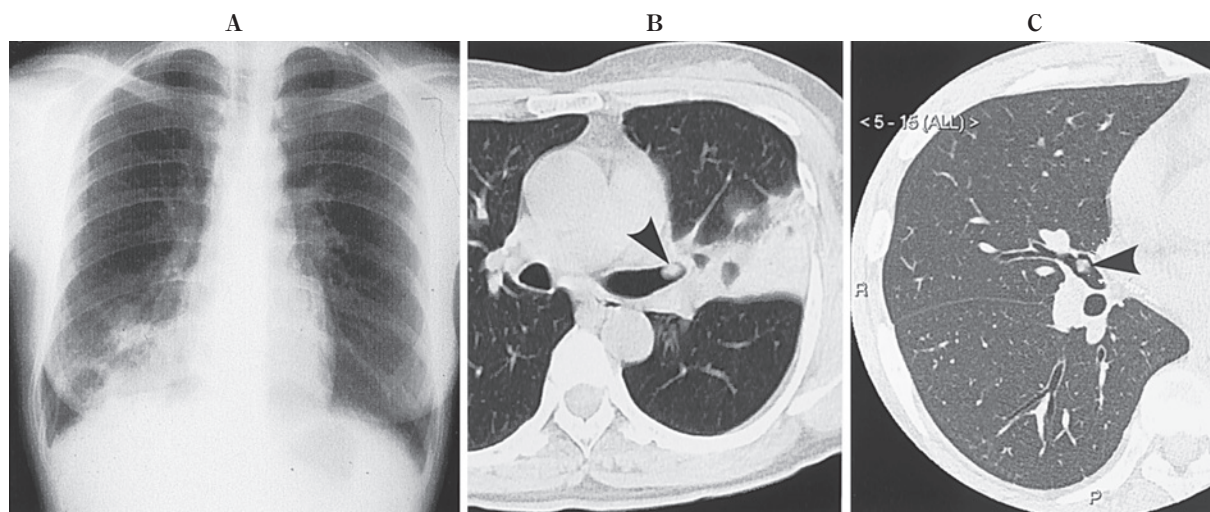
A: A chest X-ray film shows consolidation (obstructive pneumonia) in the right lower lung field (case 2). B: A chest CT scan shows a tumor shadow (▲) in the left upper lobe bronchus, and consolidation (obstructive pneumonia) in the corresponding lung field (case 4). C: A chest CT scan shows a tumor shadow (▲) in the right middle lobe bronchus (case 5).
